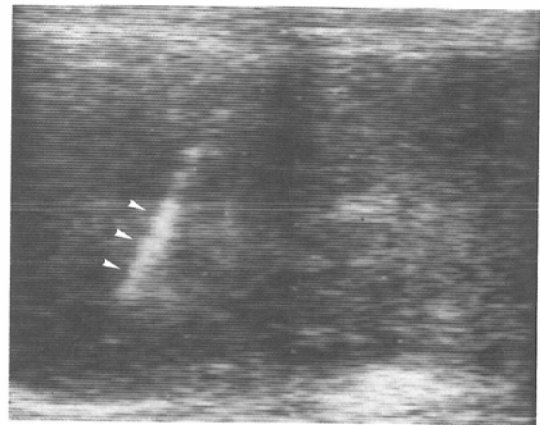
(Case 12) Ultrasonography of the involved spleen showing homogeneous internal echoes with slight splenomegaly.
